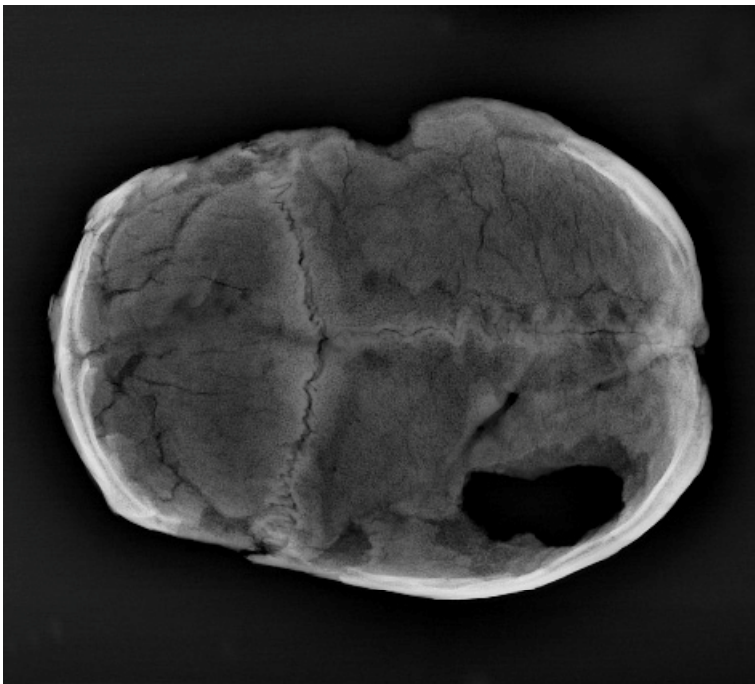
Radiografía del cráneo anterior
